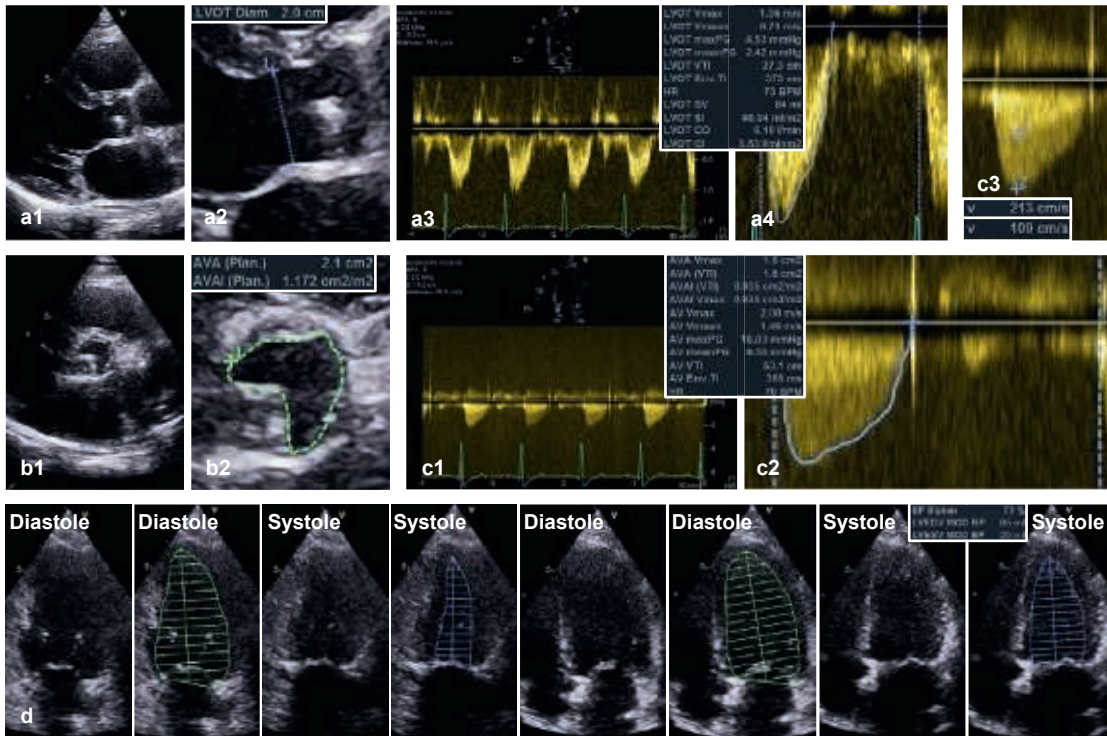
Messungen bei nicht signifikanter bzw. leichtgradiger Aortenklappenstenose. Zur Bestimmung der effektiven KÖF (1,6 cm²) nach der Kontinuitätsgleichung werden der LVOT-Durchmesser, das gepulste Doppler-Spektrum im LVOT in der apikalen langen Achse (a1–a4) und das transkathetrische cw-Doppler-Spektrum (c1, c2) dokumentiert. In der parasternalen kurzen Achse wird die KÖF (2,1 cm²) systolisch planimetrisch bestimmt (b1, b2). Die maximale transkathetrische Geschwindigkeit beträgt 2 m/s, der mittlere Gradient liegt bei 10 mmHg. Die Ratio der maximalen Geschwindigkeiten vor und in der Stenose beträgt 0,51 (c3). Grundsätzlich erfolgt bei jedem Patienten mit AS eine biplane Planimetrie des LV zur Bestimmung des LVSV (ca. 70 ml – untere Reihe; d).
